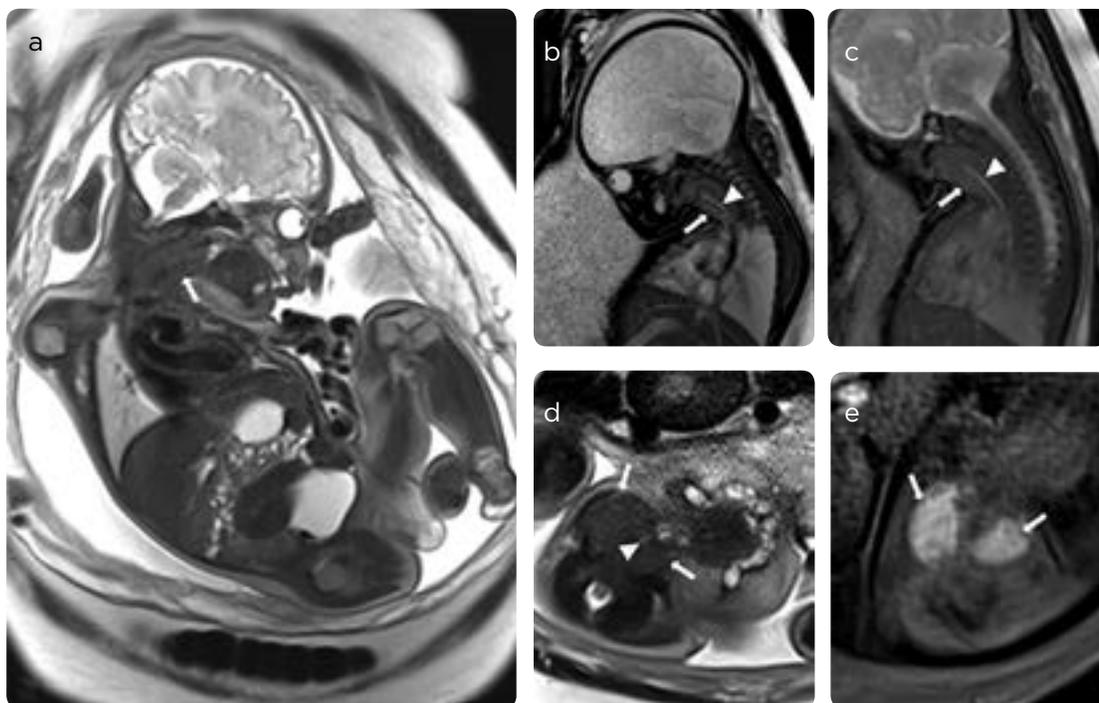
Bocio congénito. RM. a) Sagital FIESTA. b y c) Sagital T2 HASTE. d) Axial con información T2 HASTE. e) Axial con información T1: masa cervical anterior de baja señal en secuencias con información T2 y de alta señal en secuencia con información T1 (flecha blanca). Vía aérea permeable, de alta señal en secuencia con información T2 (cabeza de flecha) aunque discretamente estenosada.
